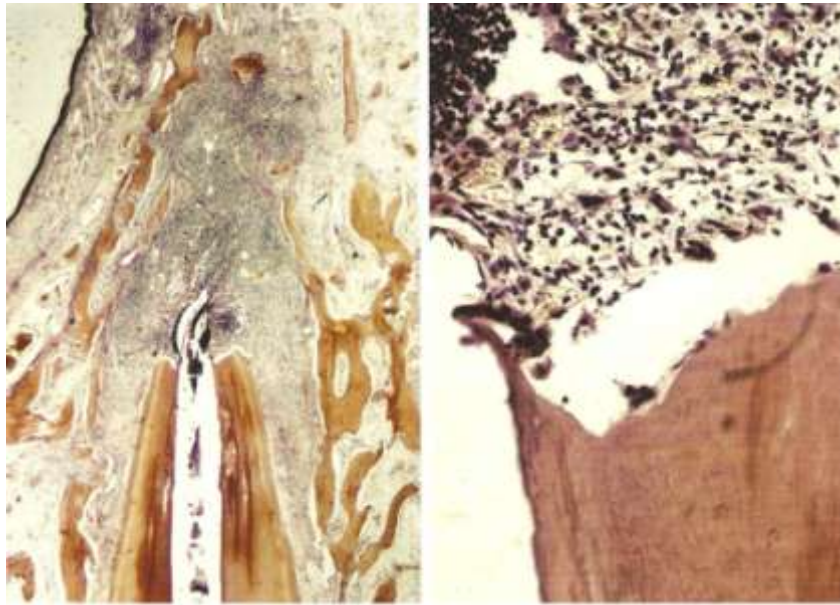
Inflamación periapical y reabsorción radicular apical subsecuente a necrosis pulpar en un incisivo permanente replantado en mono. X10 y X100. <sup>(9)</sup>
